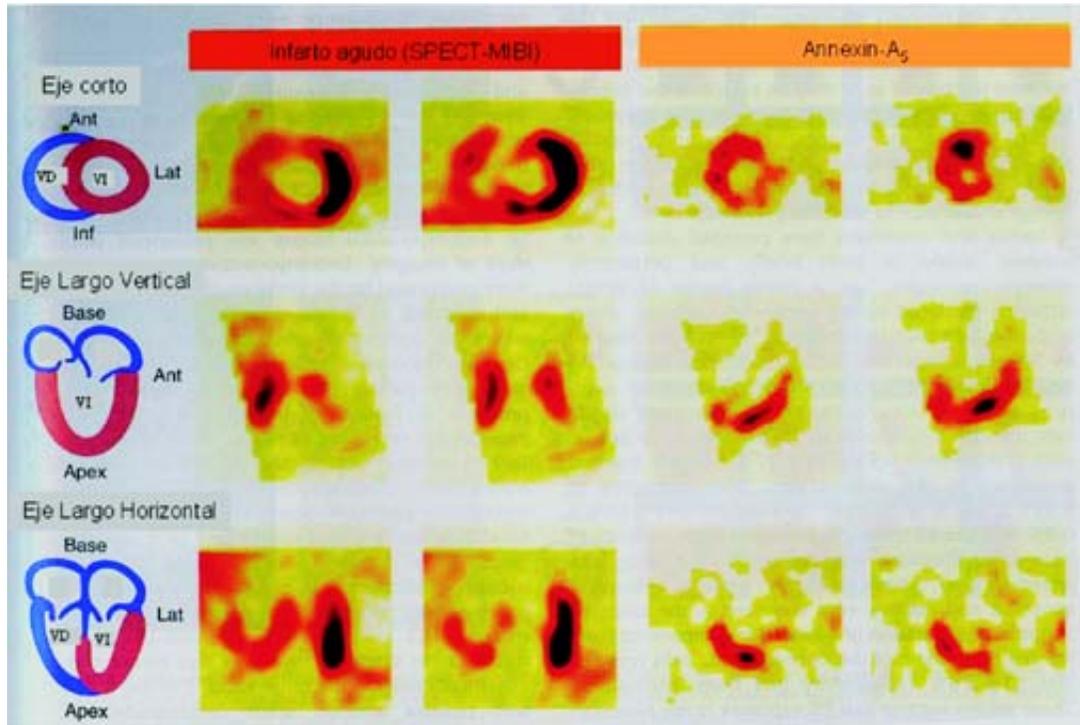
Imágenes de perfusión miocárdica con infarto agudo antero-septal, apical e inferior y extensión al ventrículo derecho, obtenidas con SPECT y SestaMiBi. En el panel derecho se observa el área del miocardio en riesgo marcadas con Annexin-A5 indicando la presencia dentro del área de infarto de las células con muerte apoptótica.
